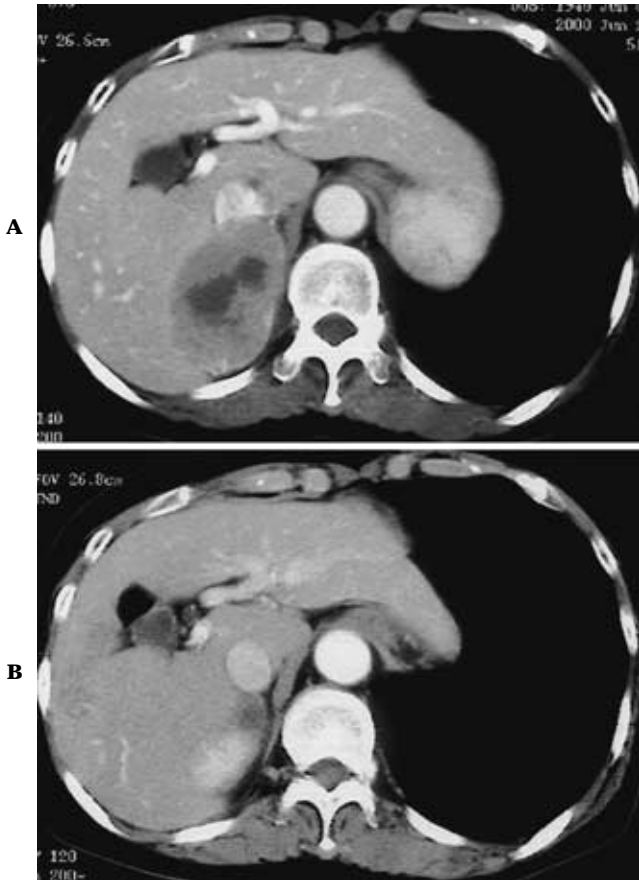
A. Abdominal CT before the chemotherapy revealed a right adrenal mass, 7.0 × 7.0 cm in size. B. After 4 courses of chemotherapy, the lesion almost disappeared.
